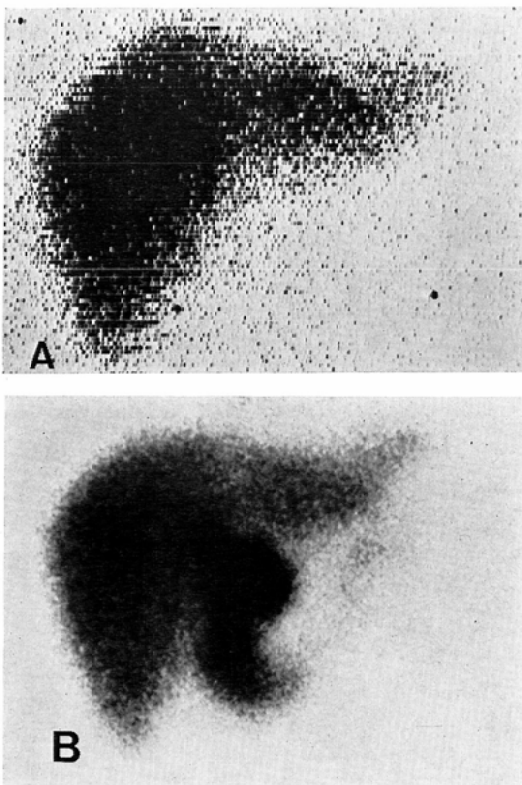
Type 1. Case 4. ^{198}Au -colloid scintigram showing ill-defined lateral border of left lobe and suggests overlap with spleen (A). ^{99m}Tc -PI scintigram showing tapered lateral segment of left lobe (B).
